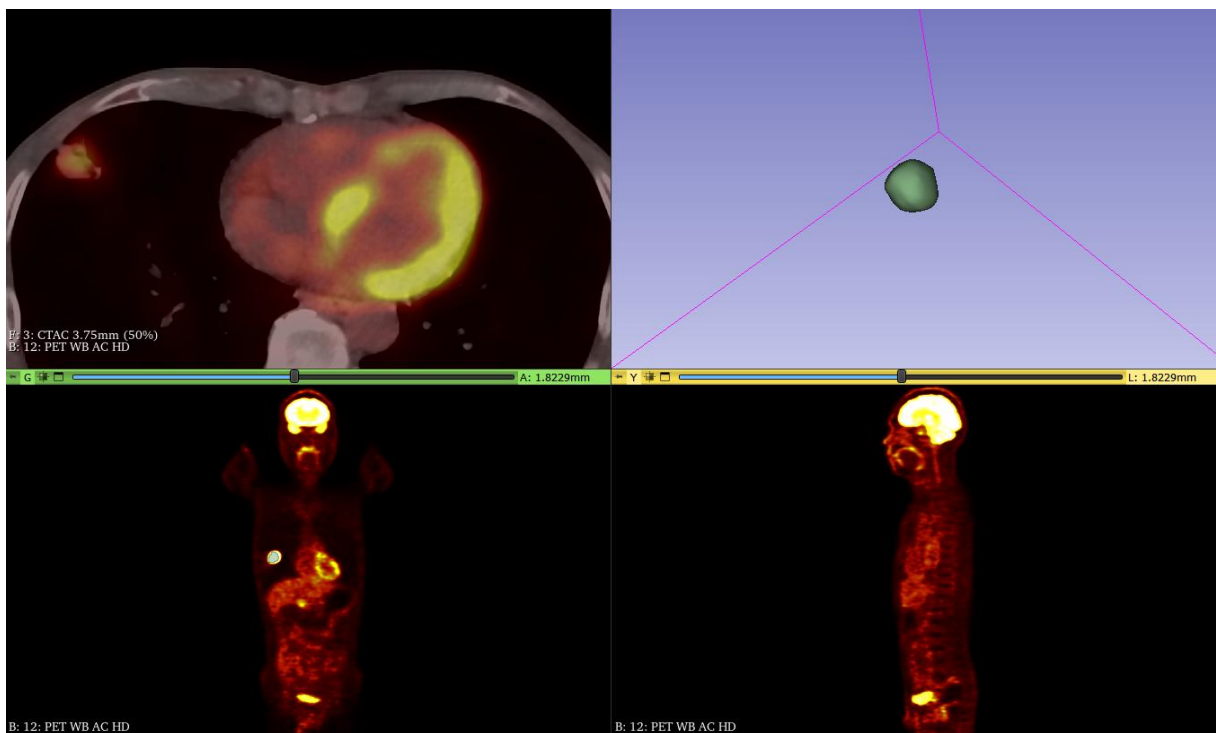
Ảnh PET/CT của bệnh nhân UHCM-05 do bác sĩ 01 khoanh vùng khối u
